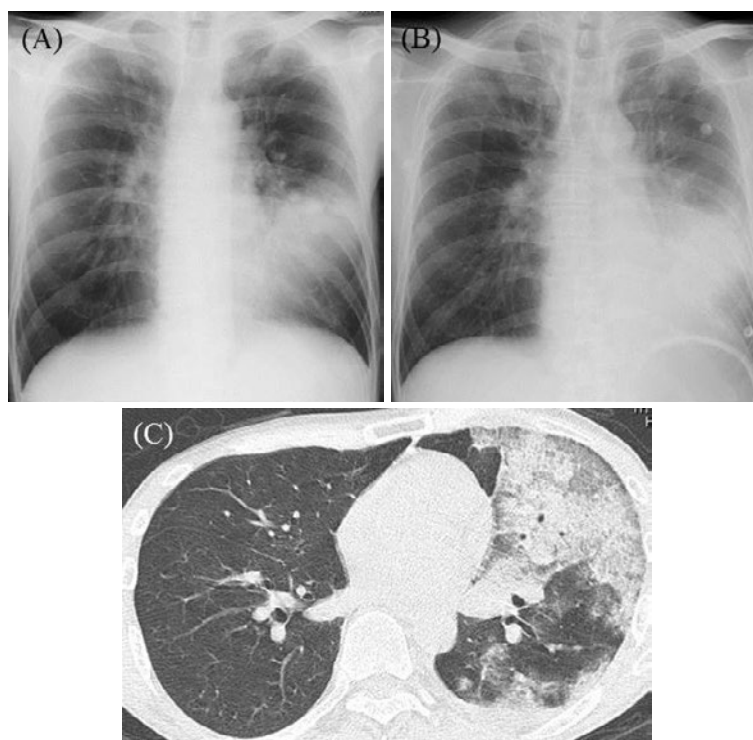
入院時胸部単純X線所見。(A) 左中下肺野に浸潤影を認める。(B) 3時間後の胸部単純X線写真では浸潤影の急速な増悪を認める。(C) 胸部単純CTでは左肺優位に浸潤影とすりガラス様陰影を認める。
